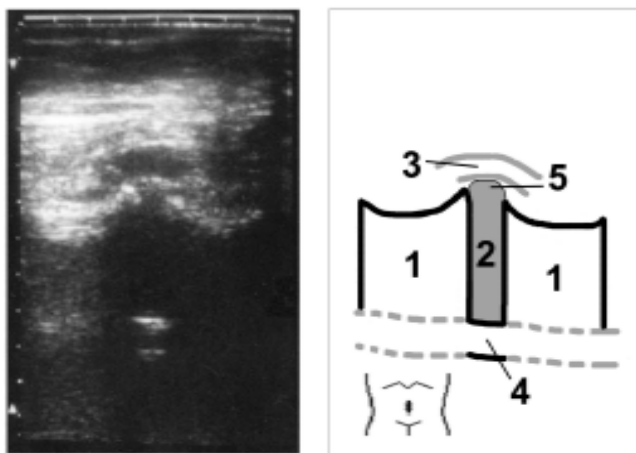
Диффузная протрузия межпозвонкового диска L4-L5 (продольное сканирование). 1 – тела позвонков, 2 – межпозвонковый диск, 3 – общие подвздошные артерии, 4 – спинномозговой канал, 5 – протрузия.
